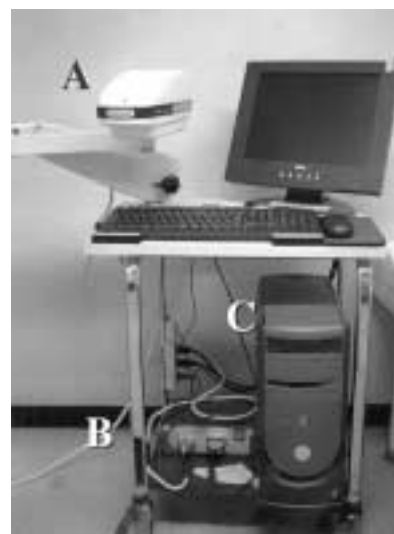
Laser Doppler Perfusion Imager System (PeriScan PIM II®).
